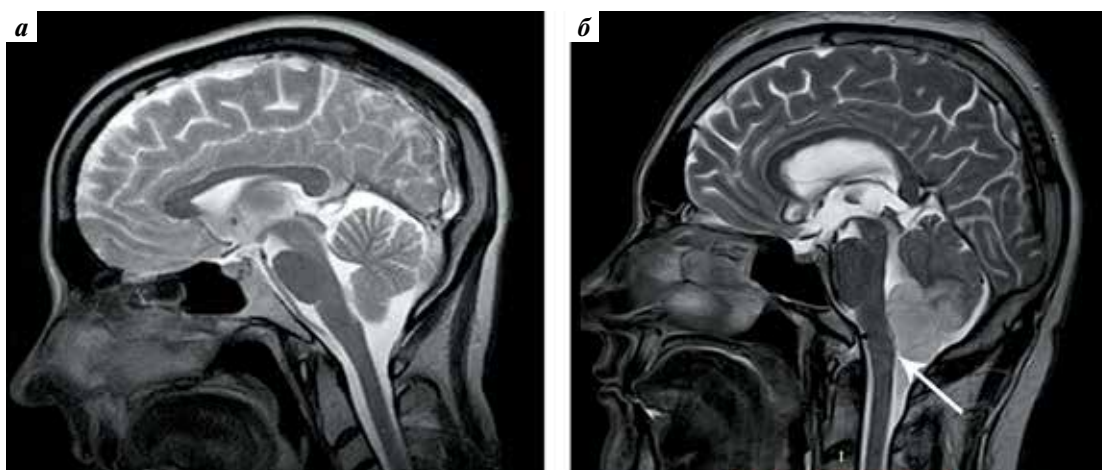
Магнитно-резонансная томография головного мозга, T2-взвешенные изображения, сагиттальные срезы через срединную линию: а – без патологии; б – прямая компрессия ствола головного мозга при инфаркте мозжечка (объем очага ишемии 61 см³) (через 48 ч от начала заболевания). Компрессия ликворных пространств вокруг ствола (белая стрелка), дислокация миндалин мозжечка в большое затылочное отверстие
